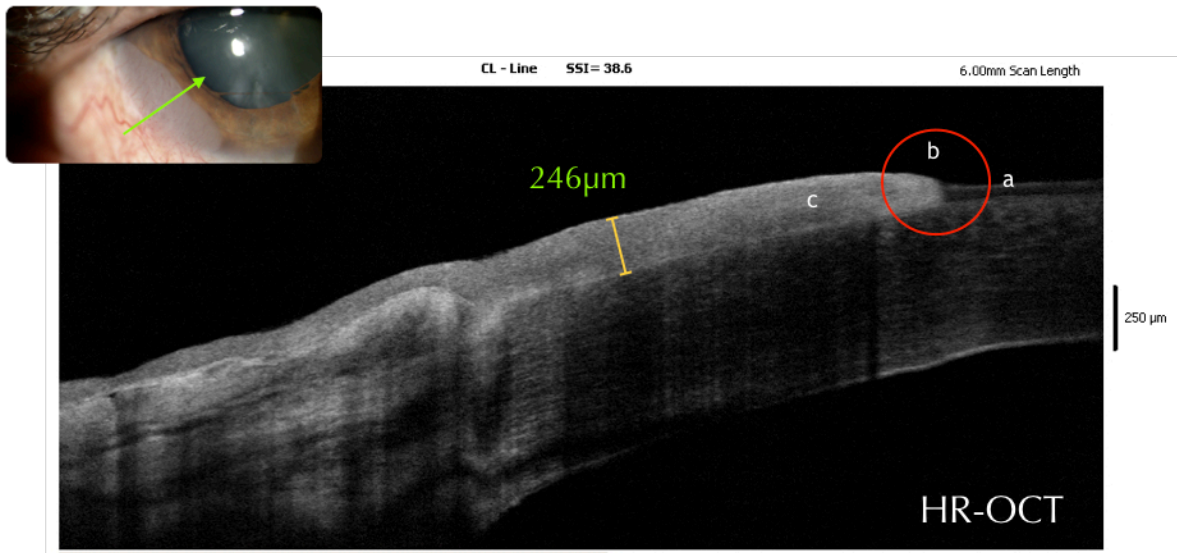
Tomografía de coherencia óptica de alta resolución en un paciente con NESO. Se observa hiper-reflectividad y engrosamiento del epitelio enfermo (mayor a 120 micras) (c) y la zona de transición abrupta (b) entre el epitelio sano (a) y el enfermo (c). Fuente: Archivo APEC, edición por el Dr. Jesús H. Dávila Alquisiras.
